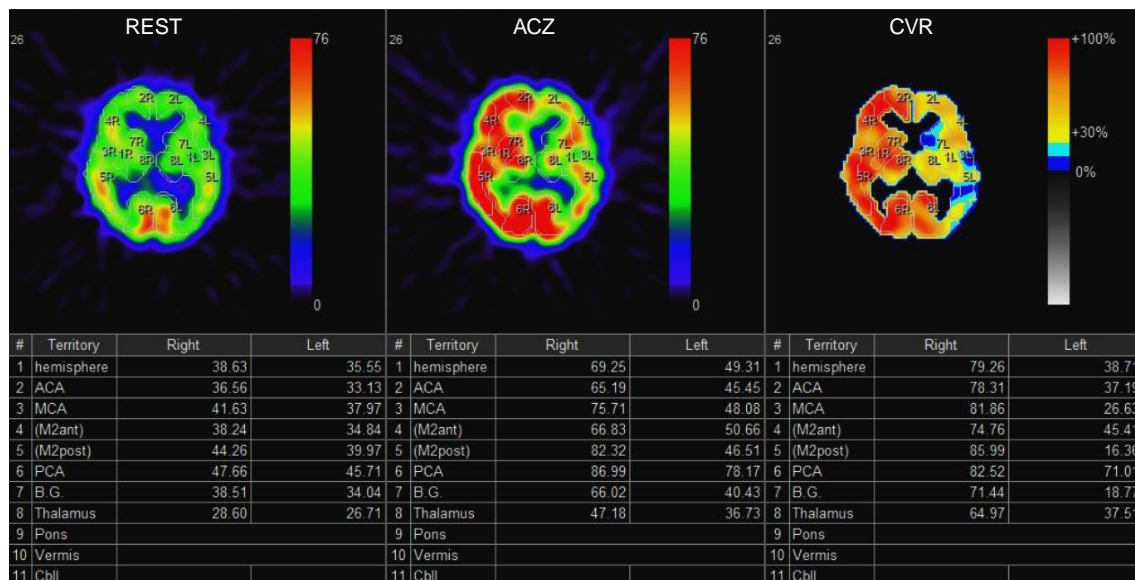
アセタゾラミド投与前後に撮影した SPECT データの比較による術後過灌流のリスク診断.
